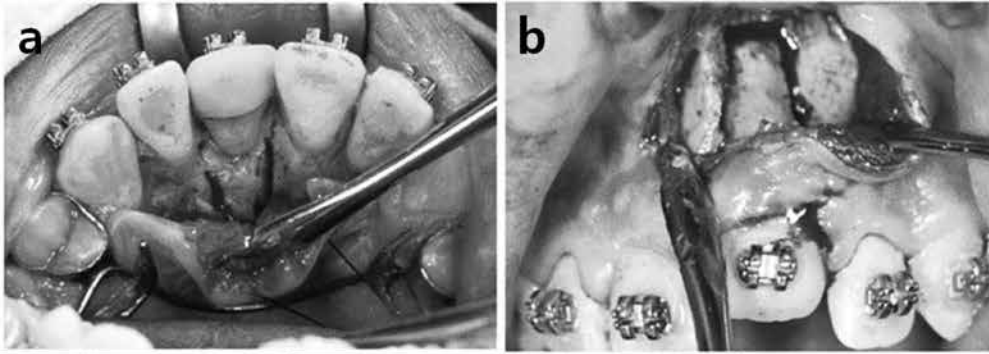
Сегментарная остеотомия анкилозированного верхнего правого центрального резца проводилась дважды. Через два дня после вмешательства установили NiTi дуги 0, 016" (а), кортикотомия с небной стороны (б), кортикотомия с щечной стороны после формирования костной мозоли (через 3 недели) (с). Экструзия выполнена в течение двух недель
